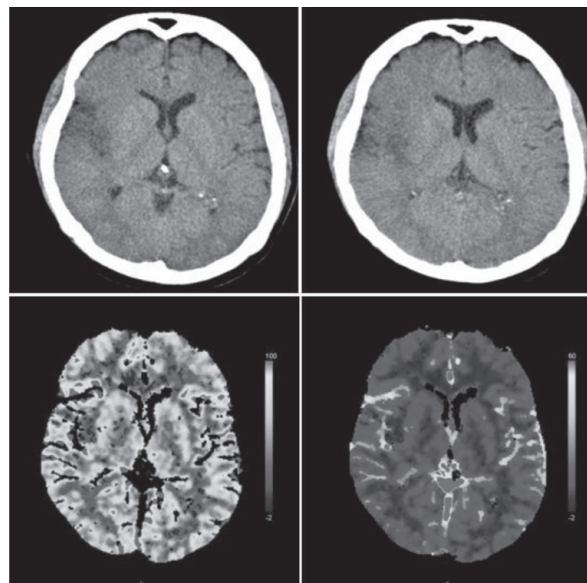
Tomografía computarizada de perfusión, realizada veinticuatro horas después de la trombólisis, en la que se observa mejoría significativa de la perfusión cerebral.
